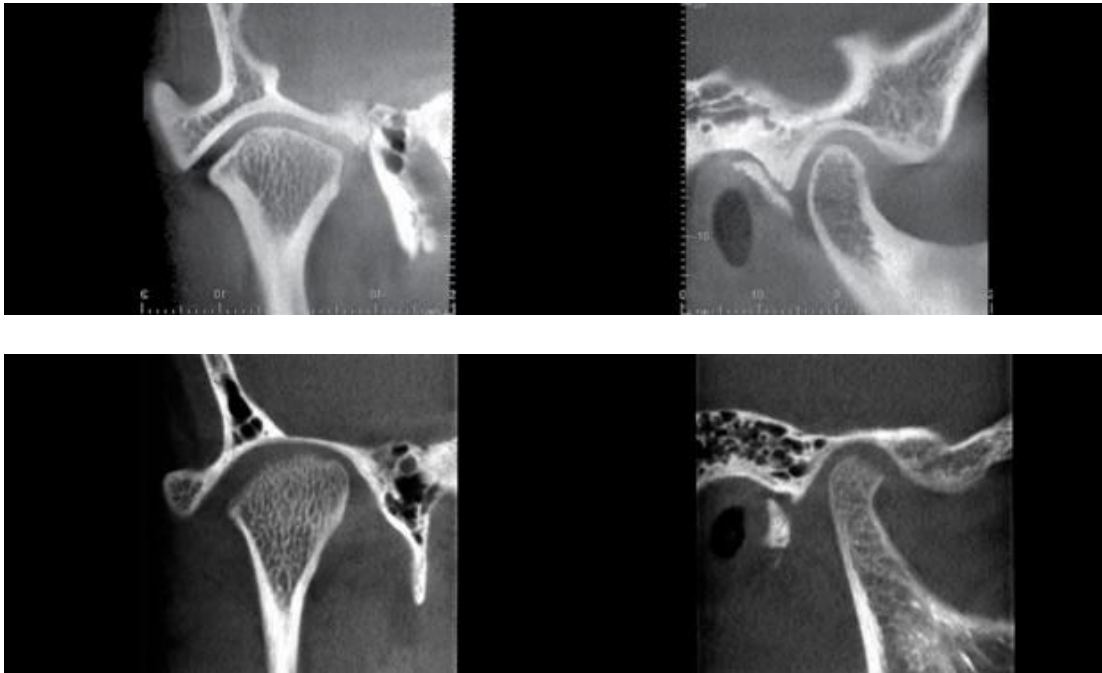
A, B, C y D. Imágenes de Tomografía Computarizada (Cone Beam) de la Articulación Temporomandibular.²⁸
